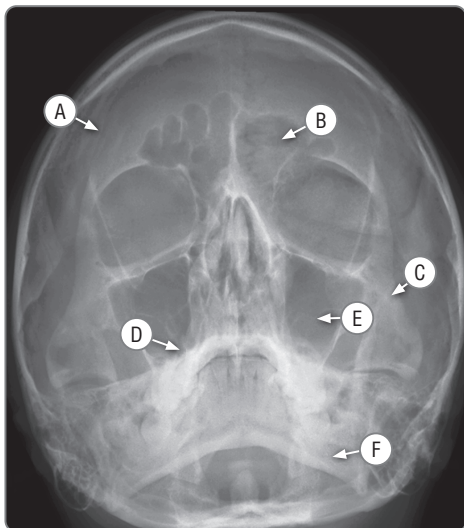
На рентгенограмме в затылочно-подбородочной под углом 15° проекции показаны кости лицевого черепа и околоносовые пазухи: лобная кость (А), лобные пазухи (В), скуловая кость (С), верхняя челюсть (D), верхнечелюстные пазухи (Е) и нижняя челюсть (F)
